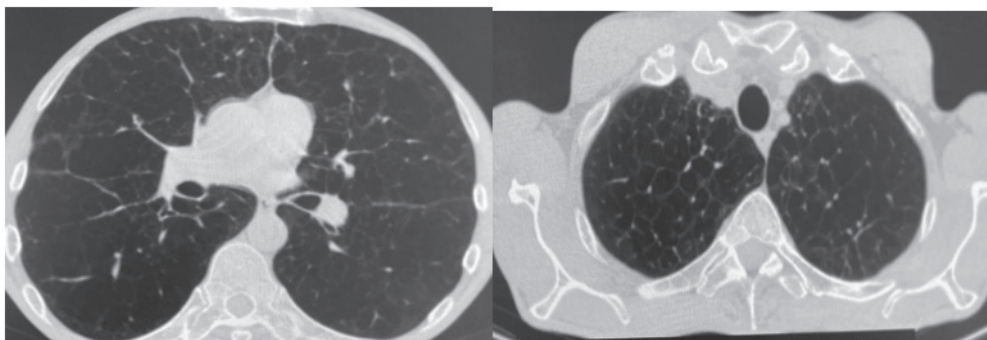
Комп'ютерна томографія до проведення оперативного втручання
